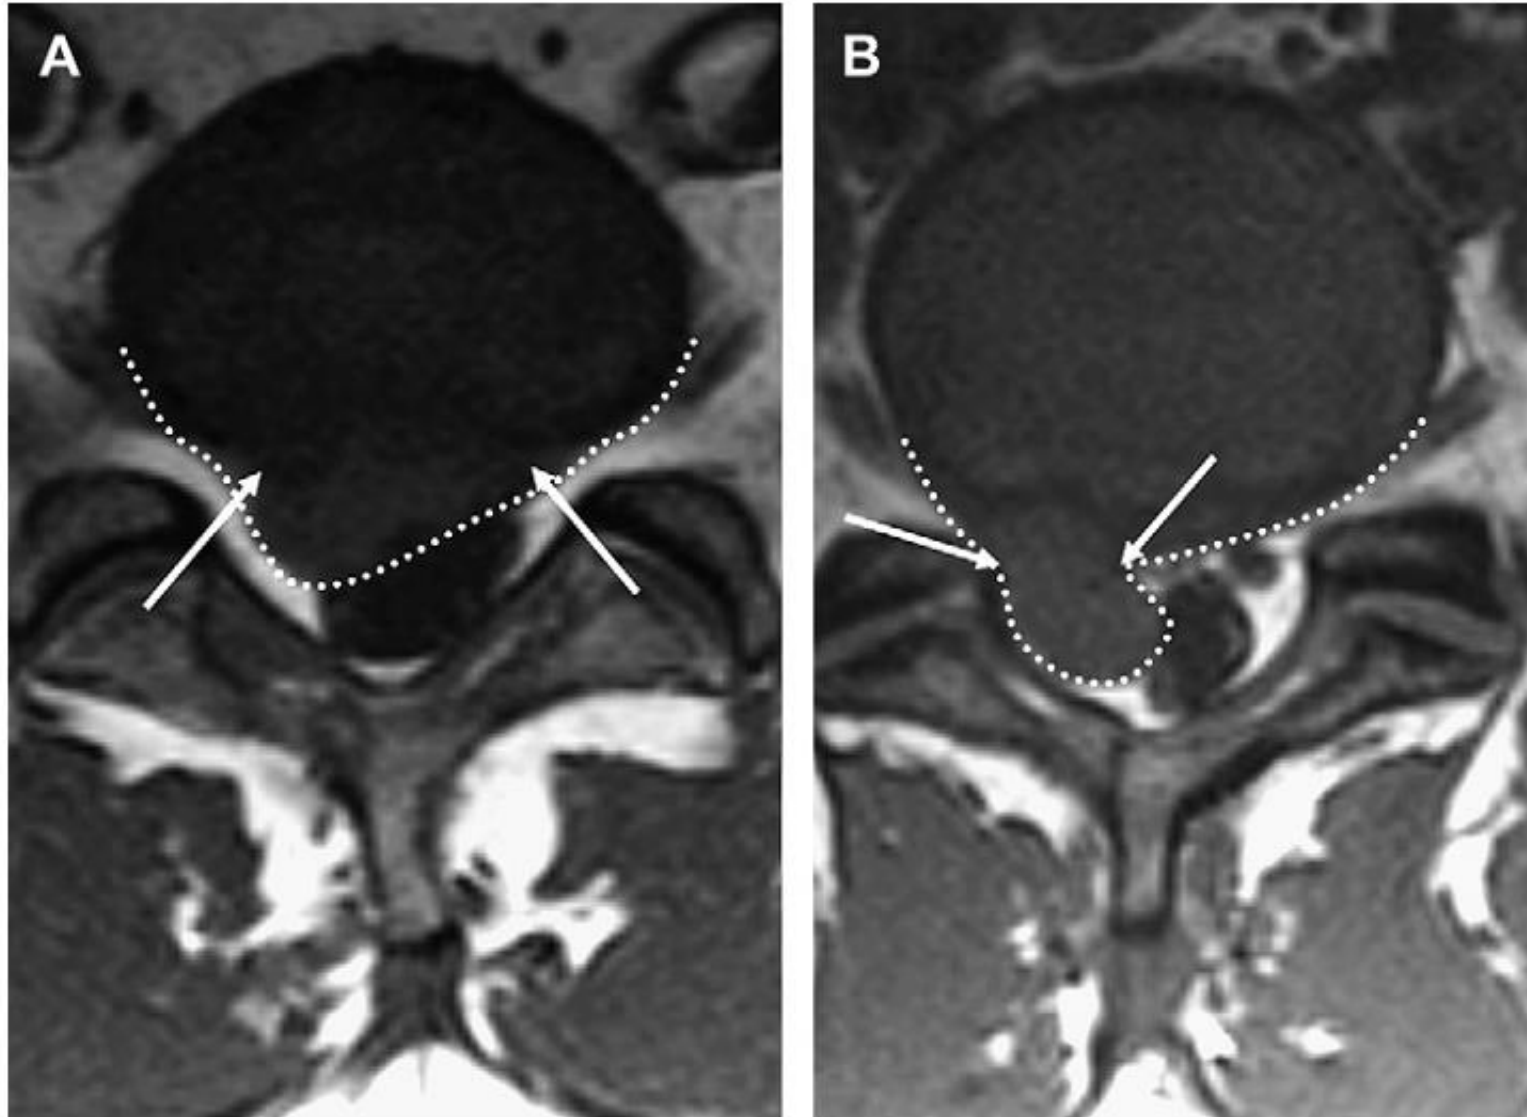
Axial T1-weighted MR images of the lumbar spine at the L4-5 level show posterior disk herniations. (A) The herniation (white dotted line) shows a wider neck (white arrows); (B) herniation (white dotted line) shows a narrow neck (white arrows).
